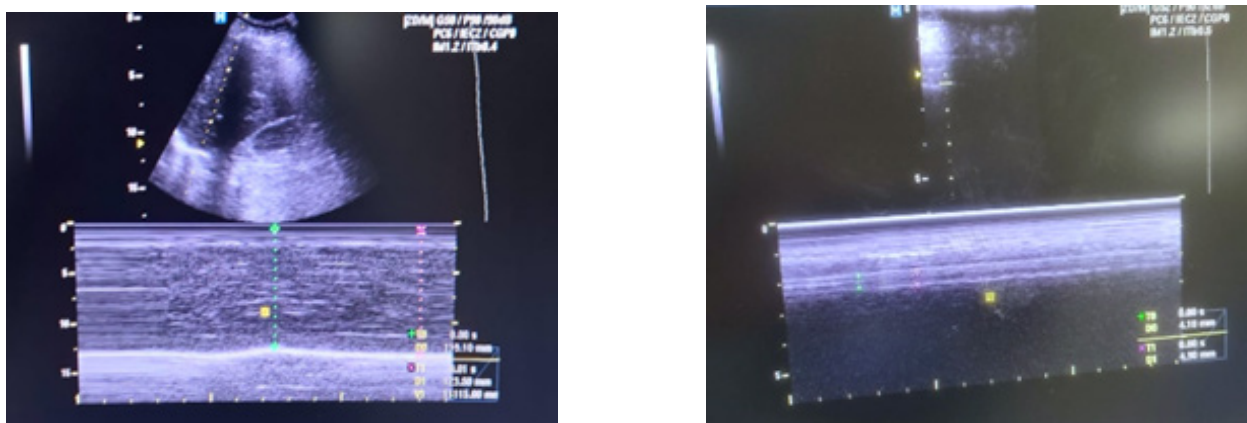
Imágenes del ultrasonido diafragmático. (a) Medición de la excursión del diafragma en modo M a nivel del hemidiafragma derecho. Se visualiza el diafragma como una línea brillante e hiperecogénica. D0: Mide la distancia a la inspiración máxima (123,5 mm), D1: Mide la distancia a la espiración máxima (119,10 mm), con una excursión diafragmática de 4,4 mm. (b) Medición de la fracción del grosor diafragmático con valor menor al 20 %.
